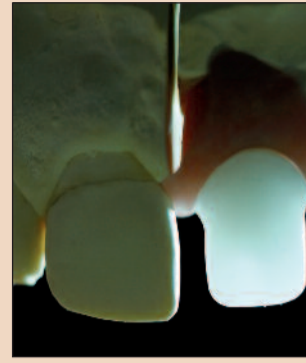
Диффузия света в промежуточной части из циркония Robocam.
